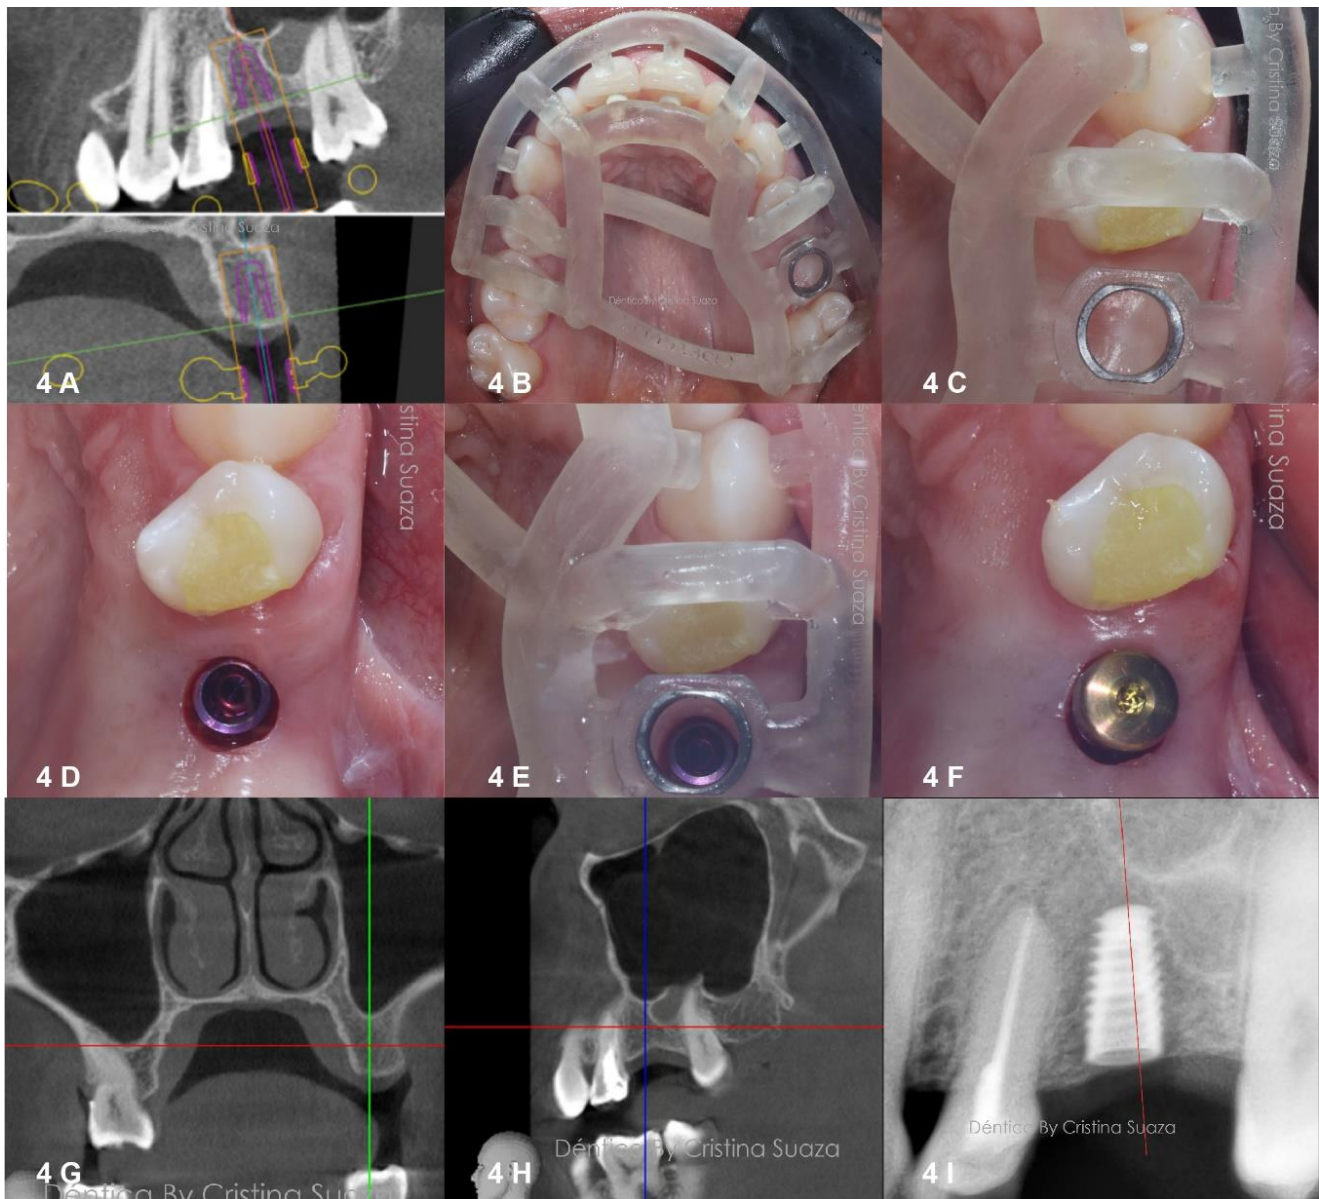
A. Planificación virtual de la posición del implante B. Prueba de la guía quirúrgica C. verificación de asentamiento de la guía D. Implante dental casa comercial Mis implants E, e corrobora posición del implante con respecto a la guía F. implante dental con healing o tornillo de cicatrización G. Corte de tomografía coronal que muestra la cicatrización ósea y del seno maxilar H. corte sagital de TC en donde se observa adecuada hipodensidad del seno maxilar después de la extracción del diente y descontaminación de este UI. Radiografía periapical que confirma la posición del implante.
